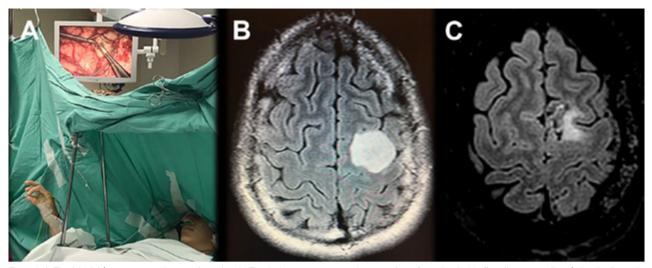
A. Ejercicio del área motora suplementaria y primaria (Tapping) en un tercer caso de una paciente femenina de 20 años, diestra, con diagnóstico de glioma de bajo grado en área premotora y motora primaria. La estimulación bloquea este ejercicio de coordinación. B. Cortes axiales de secuencia FLAIR de RMN prequirúrgica, en la cual se observa lesión glial de bajo grado hiperintensa en topografía de F1, F2 y giro precentral. C. Cortes axiales de secuencia FLAIR de RMN postquirúrgica, en la cual se observa pequeño remanente tumoral en F1 y giro precentral, debido a que la estimulación cortical en dichas áreas evocó una paresia del miembro superior derecho. La paciente evolucionó favorablemente, sin déficit motor, y retornó a una vida social y profesional normal, con una mejoría en su calidad de vida en comparación a las condiciones prequirúrgicas debido a convulsiones a repetición.
